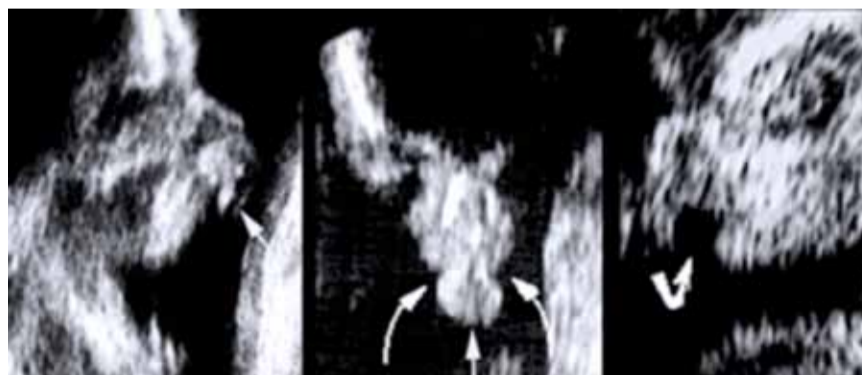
Labiopalatoschisi bilaterale (a sinistra e al centro), labiopalatoschisi mediana (a destra). Sezioni sagittali mediane e coronale della faccia. Le sezioni sagittali e coronali della faccia consentono di visualizzare con ecografia bidimensionale (2D) una masserella ecogena, la protrusione premaxillare, mentre nella labiopalatoschisi mediana tale formazione è assente.
